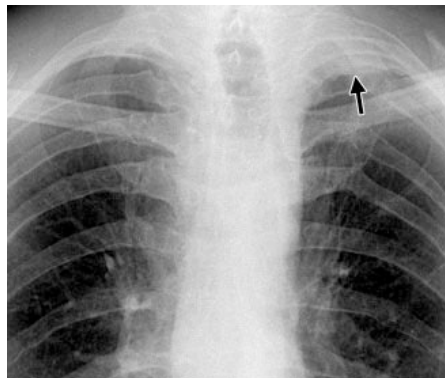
Radiografía de tórax ampliada muestra el casquete apical (flechas)
